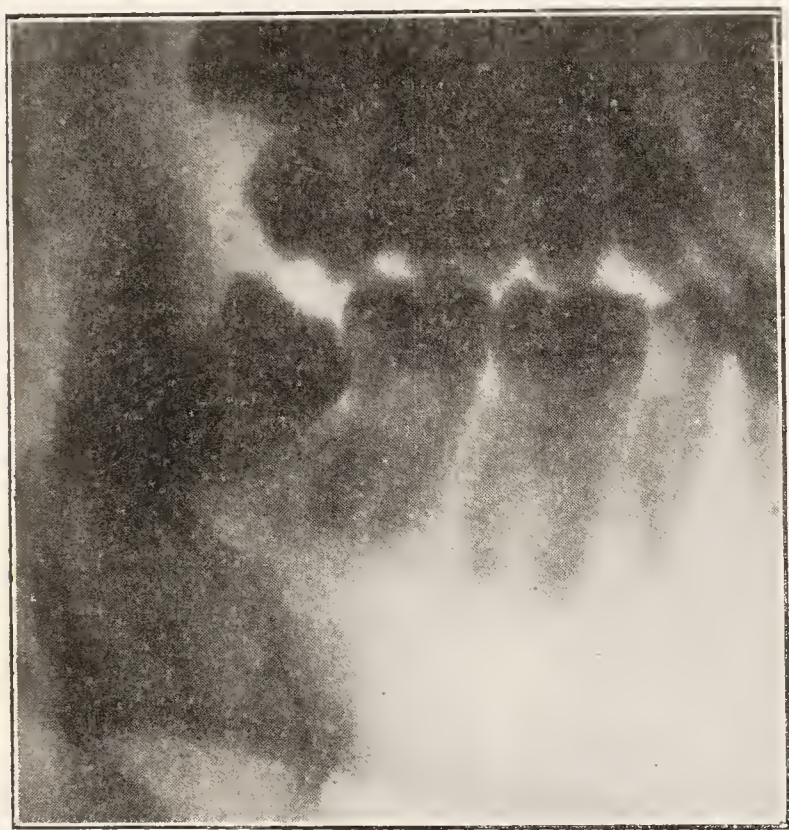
Radiographie d'une dent de sagesse, en position oblique, butant contre le collet de la 2° molaire.
